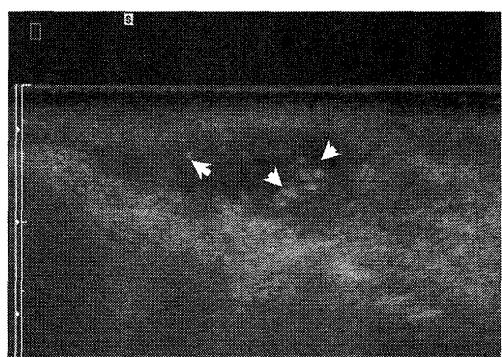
症例12。上口唇の境界円滑明瞭な無エコー腫瘤で、内部には多数の高エコ一体を伴う（矢印）。摘出標本から、唾石を伴う粘液囊胞と判定された。
